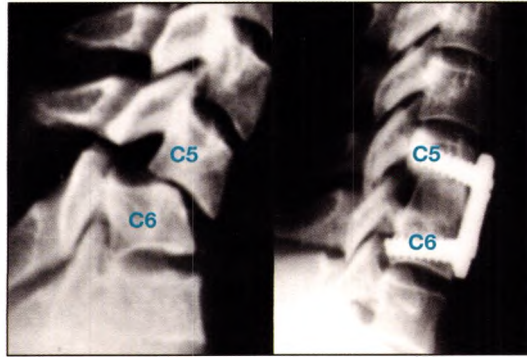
Radiographies standards du rachis cervical de profil.
